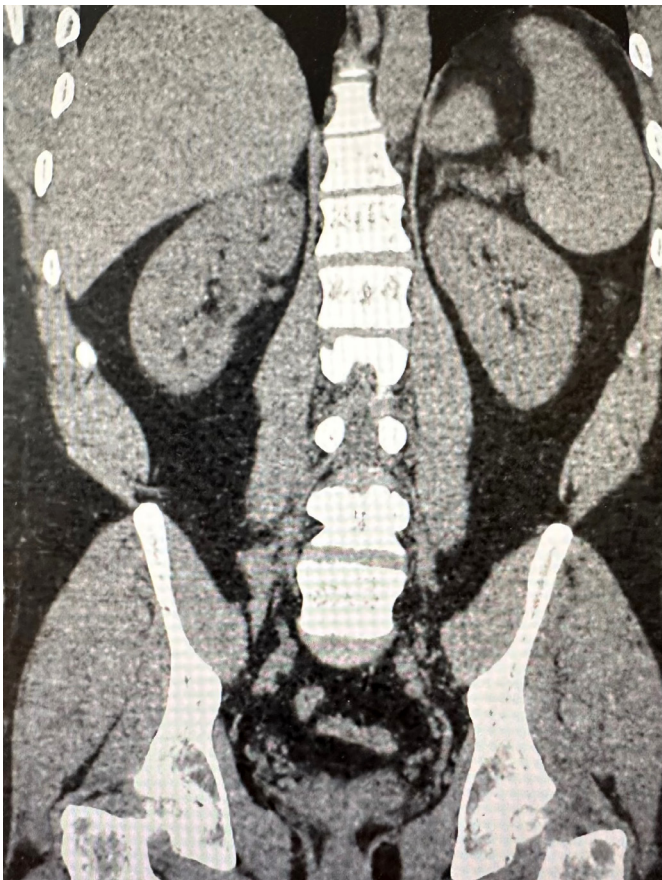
МСКТ во фронтальной проекции, нативная фаза. Отсутствие конкрементов правой почки
